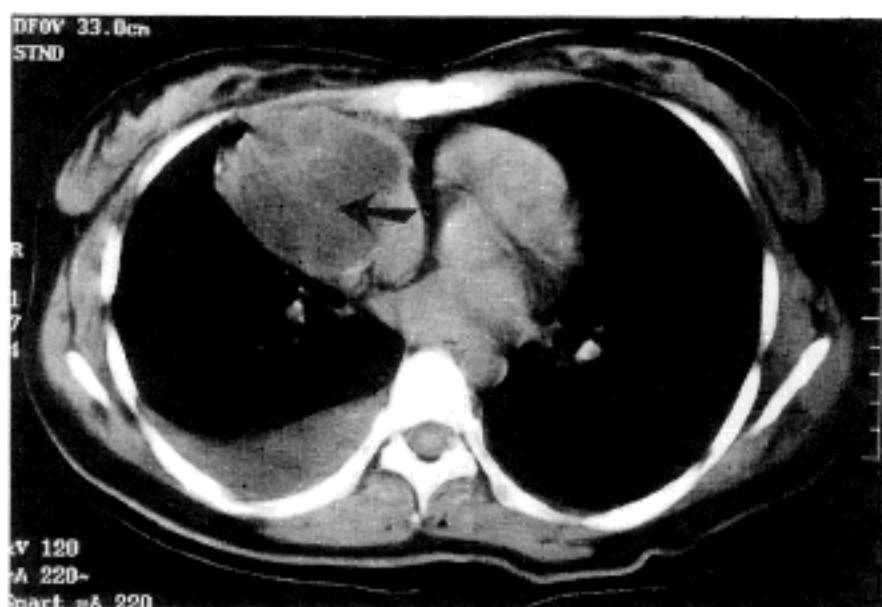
Computed tomographic scan of the thorax. There is a large cyst (arrow) occupying the right anterior mediastinum.
